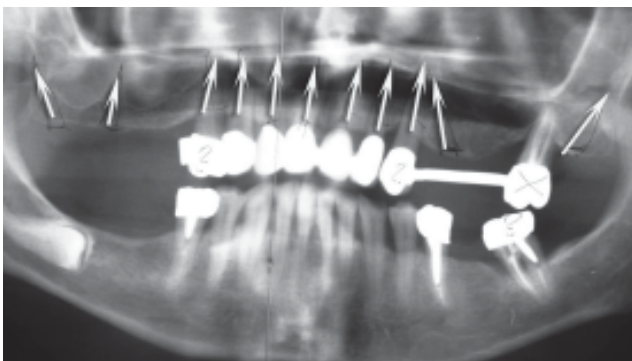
Radiografía de diagnóstico, cinco meses antes del tratamiento.
